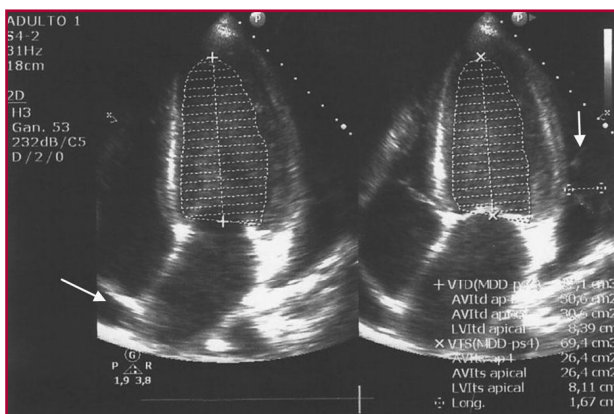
Ecocardiograma transtorácico. Vista apical de cuatro cámaras. Se observa derrame pericárdico, 17 mm a nivel lateral, con colapso diastólico de la aurícula derecha.
